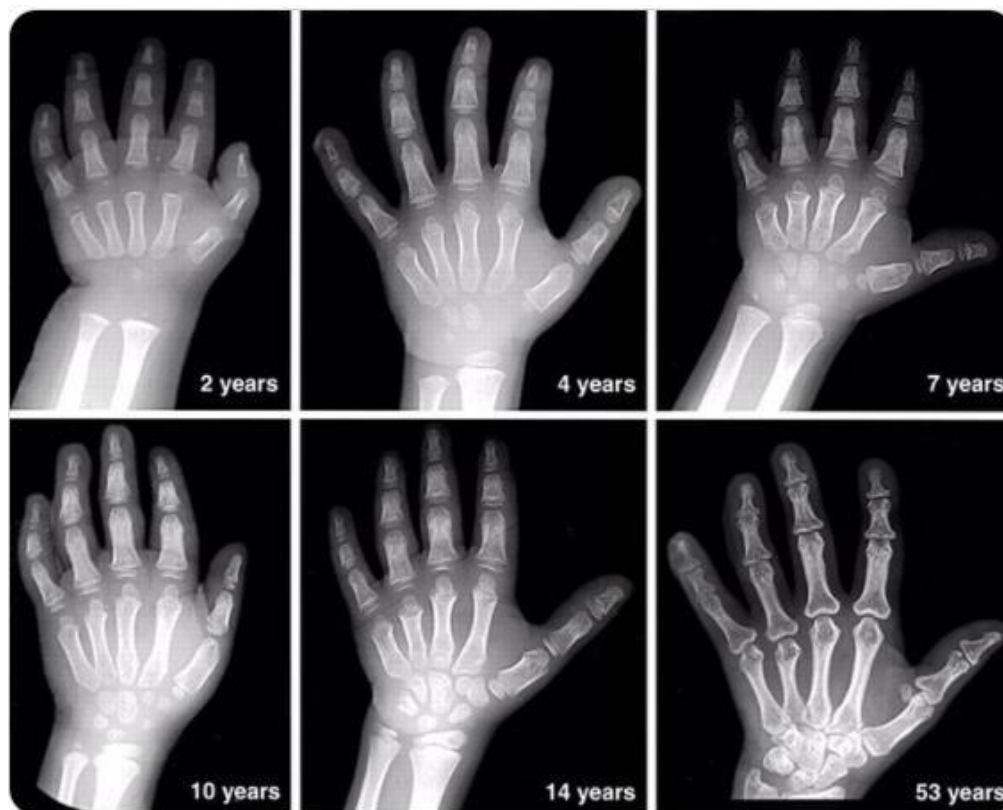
Radiografía AP mano.
